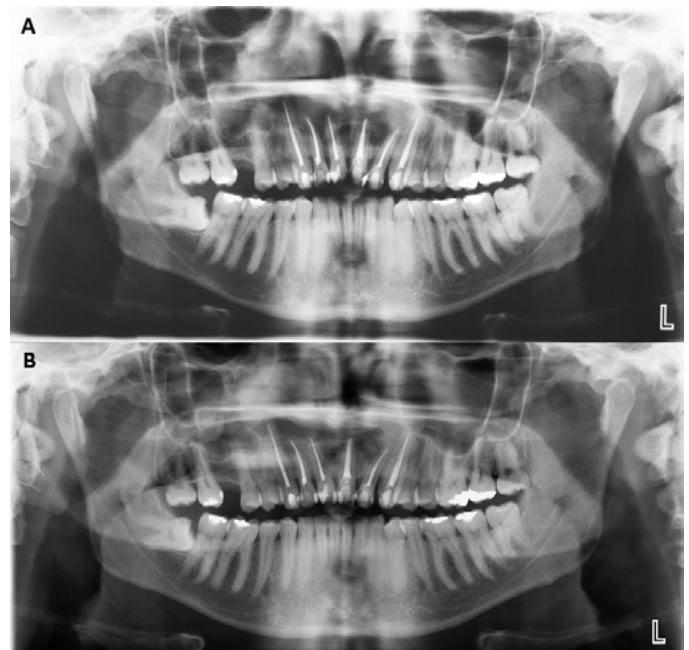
(A) Radiografia panorâmica após 3 meses de descompressão cirúrgica e término dos tratamentos endodônticos demonstrando resultado pouco satisfatório. (B) Radiografia panorâmica 18 meses após a curetagem cística e término dos tratamentos endodônticos, mostrando completa formação óssea no local da lesão.
